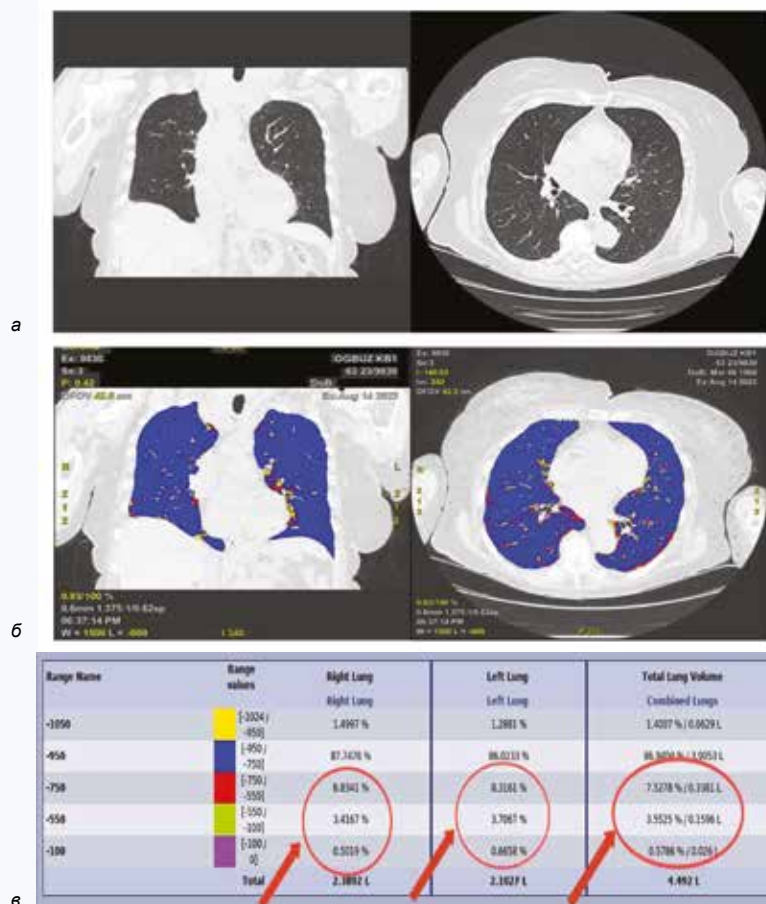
КТ-изображения органов грудной клетки, вариант нормы: а – корональный (слева) и аксиальный (справа) срезы, отсутствие изменений; б – качественная картина карты плотности легочной паренхимы, корональный (слева) и аксиальный (справа) срезы (гомогенный характер паттерна); в – количественные показатели карты плотности – индекс прогноза синдрома острого легочного повреждения (указано стрелками) – нет риска развития синдрома острого легочного повреждения
